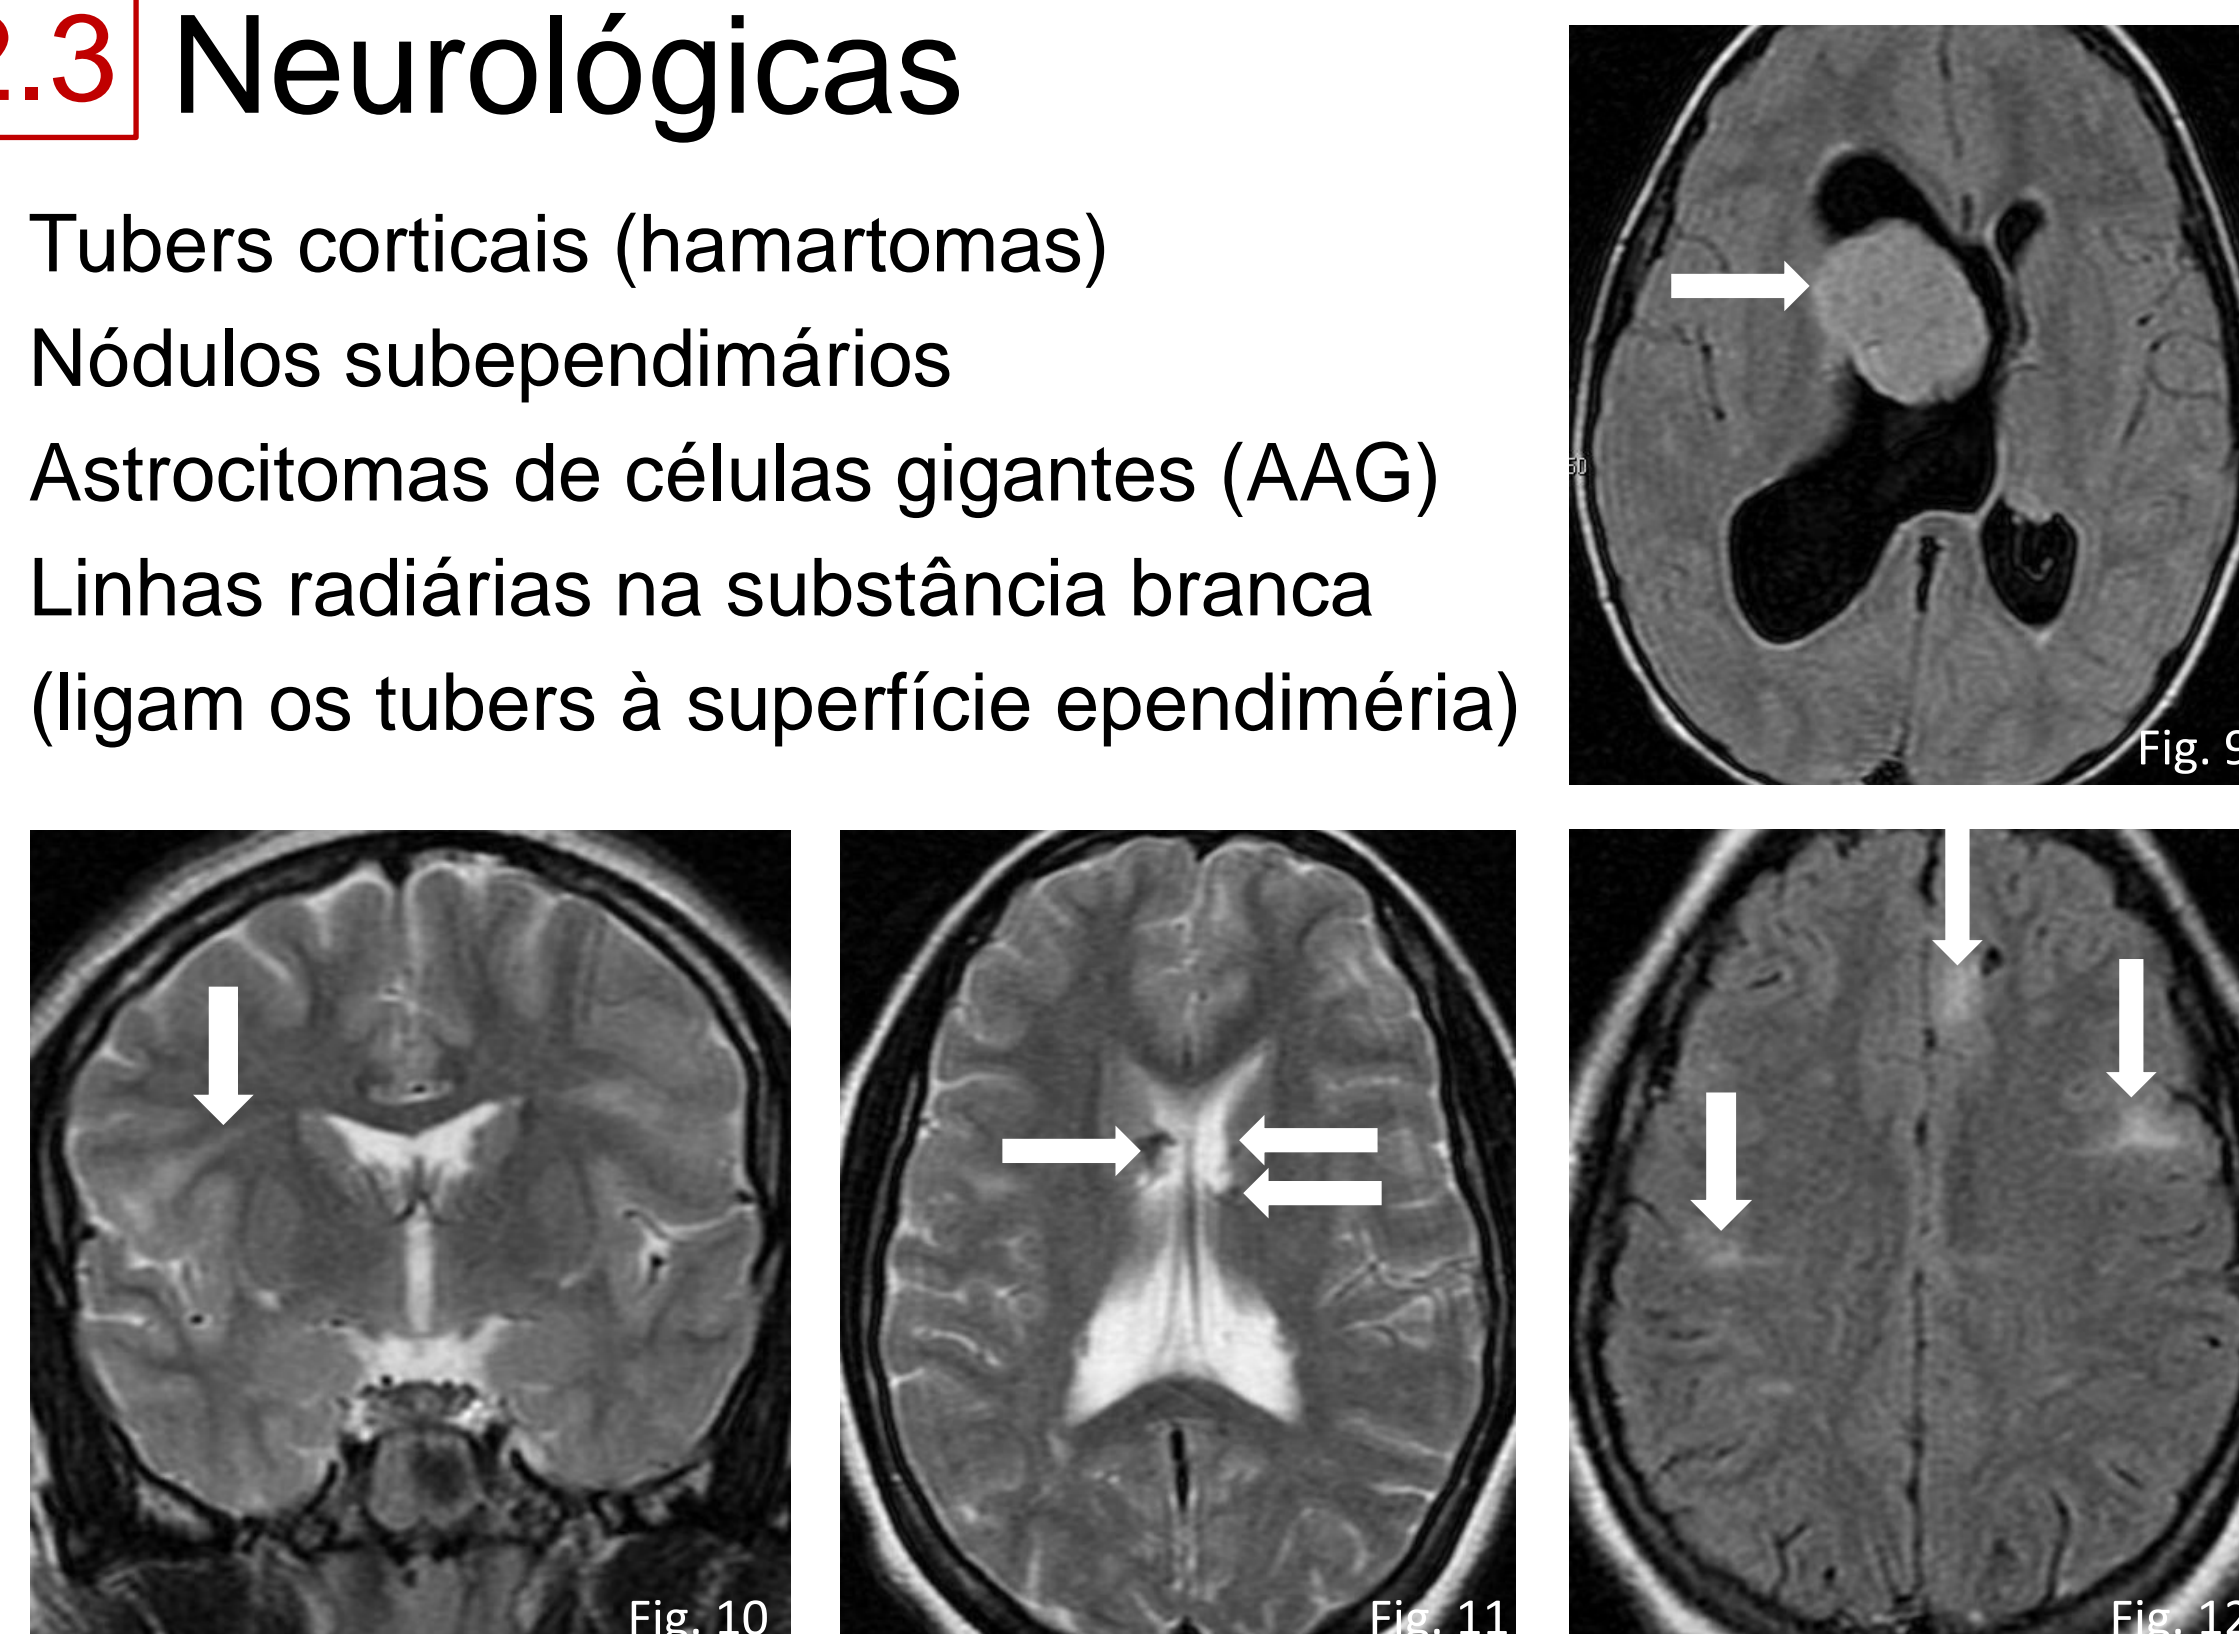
RM axial FLAIR, ACG (seta) no pavimento anterior do III ventrículo e foramen de Monro direito, causando hidrocefalia activa e desvio da estruturas da linha média. Fig.10: RM T2 coronal, linhas radiárias na substância branca (seta). Fig.11: RM T2 axial nódulos subependimários parcialmente calcificados (setas). Fig. 12: RM axial FLAIR, múltiplos tubers subcorticais (setas).
